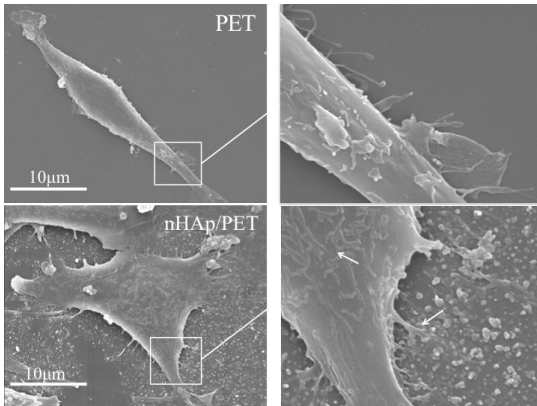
PET、nHAp/PET 表面の細胞挙動像
